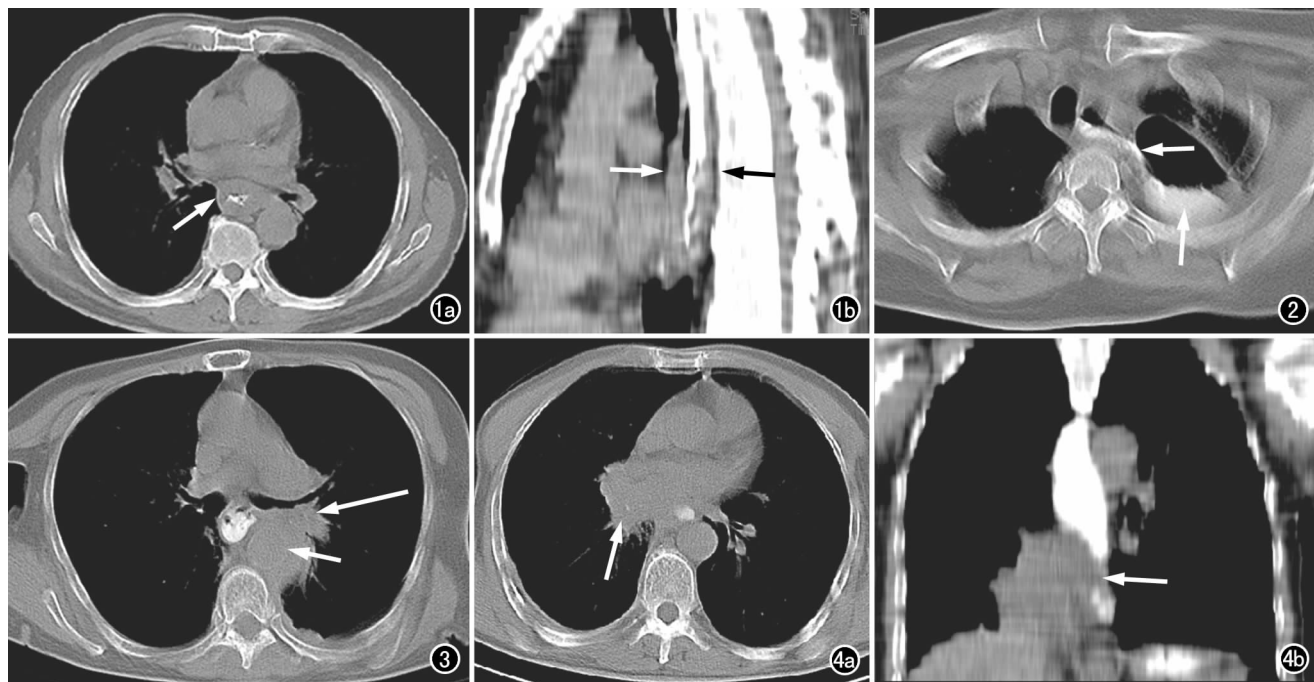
a) 食管中下段鳞癌,食管造影 CT 显示管壁明显增厚(箭),腔内不规则狭窄,可见一直径约 3.5cm 软组织块影; b) MPR 重组示食管中下段管腔狭窄,周围软组织影明显增厚(箭)。图 2 食管上段鳞癌术后 40 天,食管造影示吻合口通畅(短箭),胸腔胃(长箭)无特殊。图 3 食管中段鳞癌,放疗后 4 年复发,内镜插管困难,CT 示纵隔内转移,上段食管轻度扩张,胸主动脉为软组织肿块包绕(短箭),左侧主支气管后缘受侵犯(长箭)。图 4 a) 右侧中央型肺癌纵隔淋巴结转移(箭),压迫下段食管致狭窄; b) MPR 重组,显示食管外压性征象(箭)。
